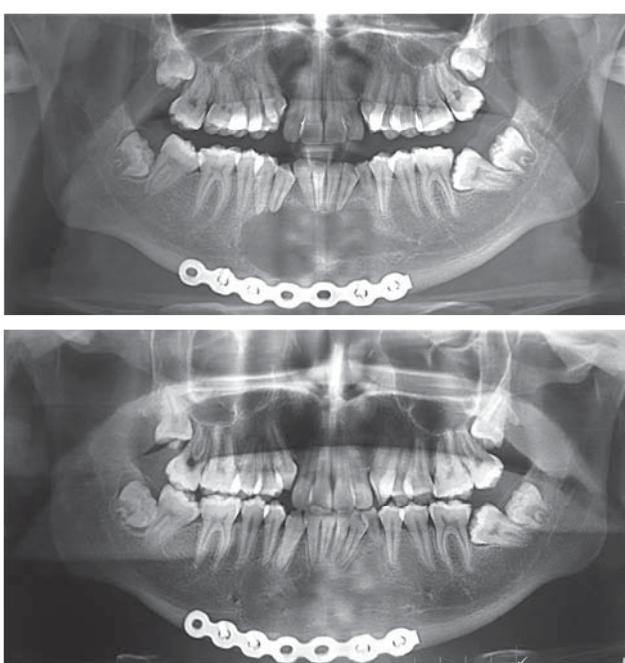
Ortopantomografía postoperatoria y a un año de evolución del paciente.
